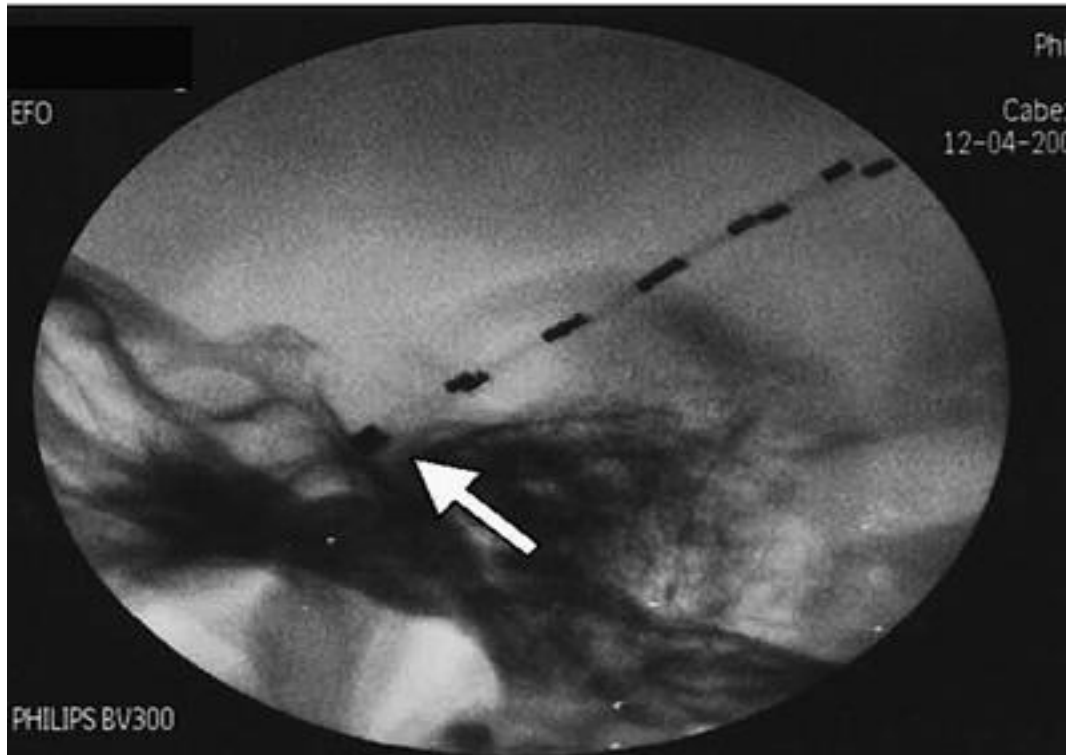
Radiografía de EFO. Publicado en *Clinical neurophysiology* 2006. Pastor et al.
